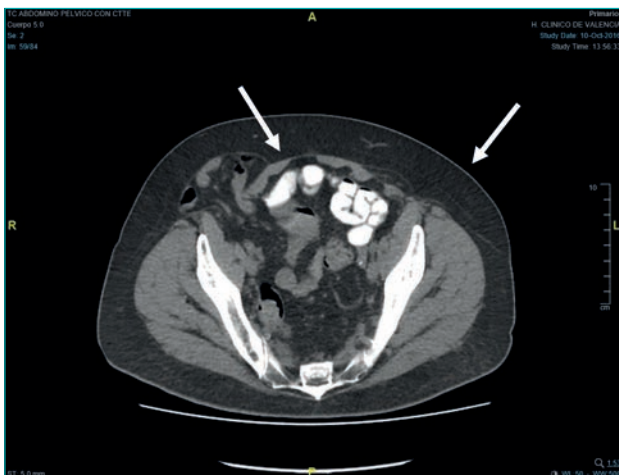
HS bilateral en TAC. Lado derecho con contenido intestinal; lado izquierdo con contenido graso.
